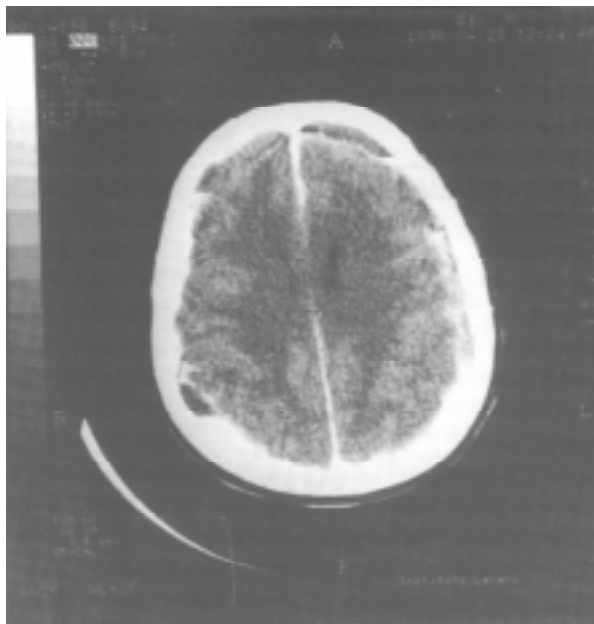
TAC. Lesión intracraneana izquierda
